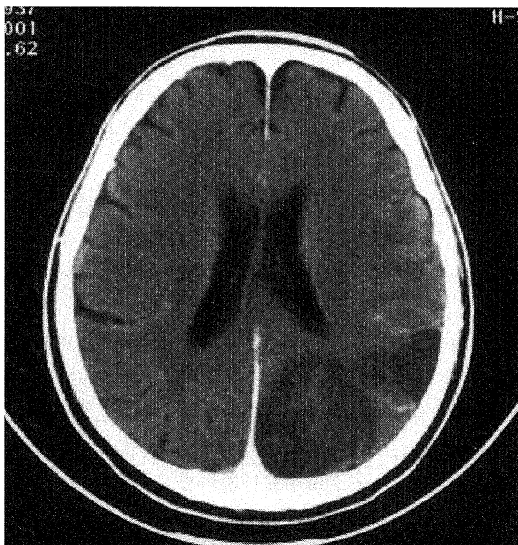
Enhanced brain CT scan at 1 day after the onset of the symptoms showed a low density area was seen in the occipital lobe.
